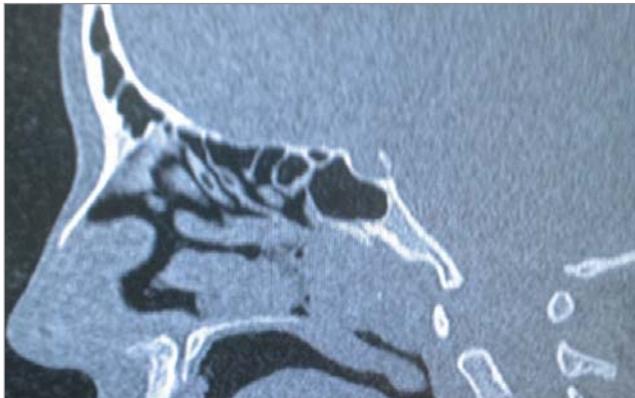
Комп'ютерна томограма пацієнтки С., 14 років, сагітальна проекція
